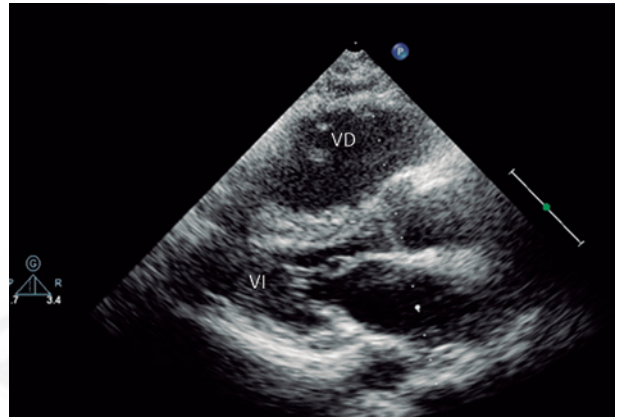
Paciente con tromboembolismo pulmonar agudo de alto riesgo. En el ecocardiograma se aprecian signos de sobrecarga por presión y de dilatación del ventrículo derecho.
